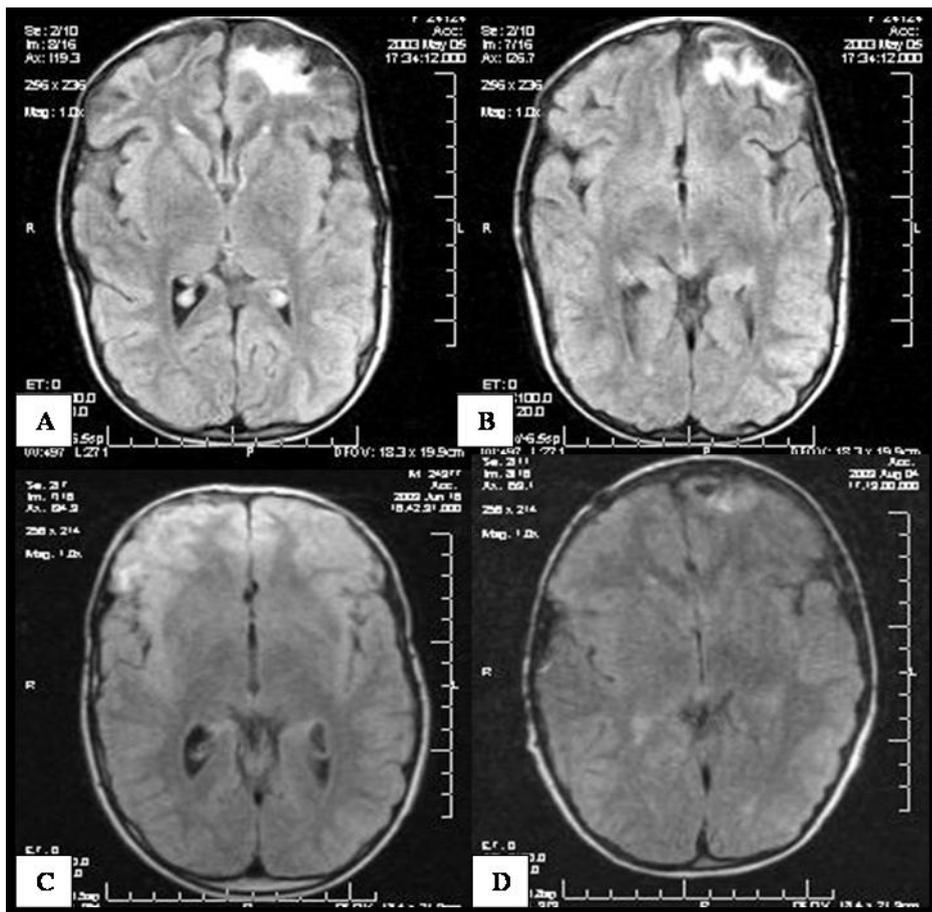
Ressonância magnética em cortes axiais na seqüência FLAIR, evidenciando encefalomalácia frontal esquerda (A e B – paciente 2; D – paciente 7), e encefalomalácia frontal direita (C – paciente 6)
